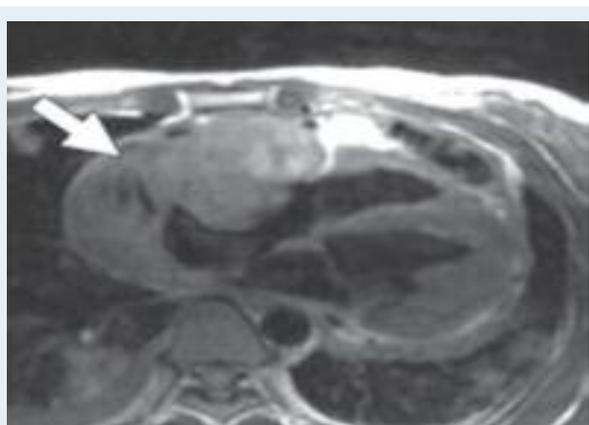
IRM cardiaque montrant une tumeur
